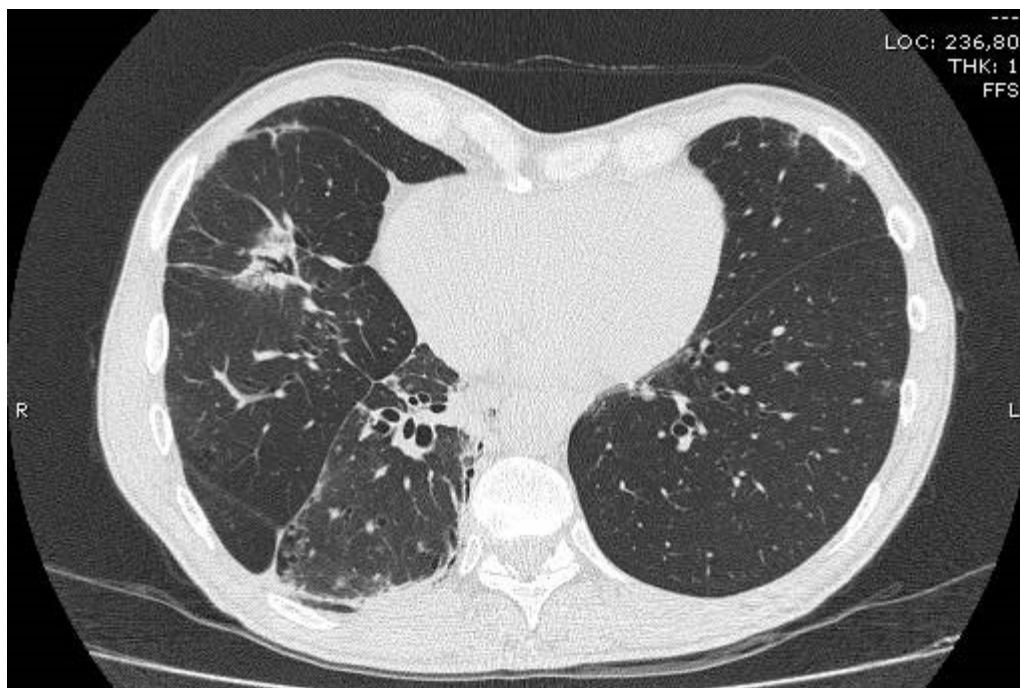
TC torace ad alta definizione. Bronchiectasie e bronchiolectasie in parte detese e in parte ripiene bilaterali, maggiori ai lobi inferiori e a destra. ispessimento scissurale, maggiormente evidente a destra
